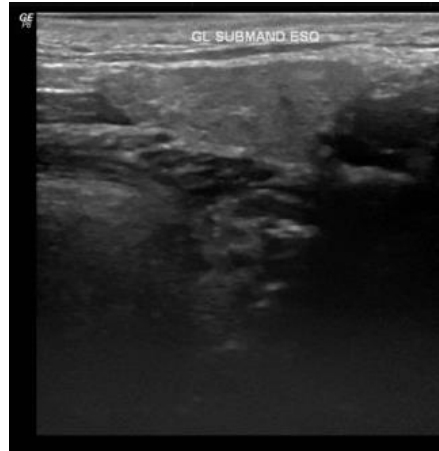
Ultrassonografia das glândulas salivares maiores (GSM) do P7<sup>EENMs</sup>
